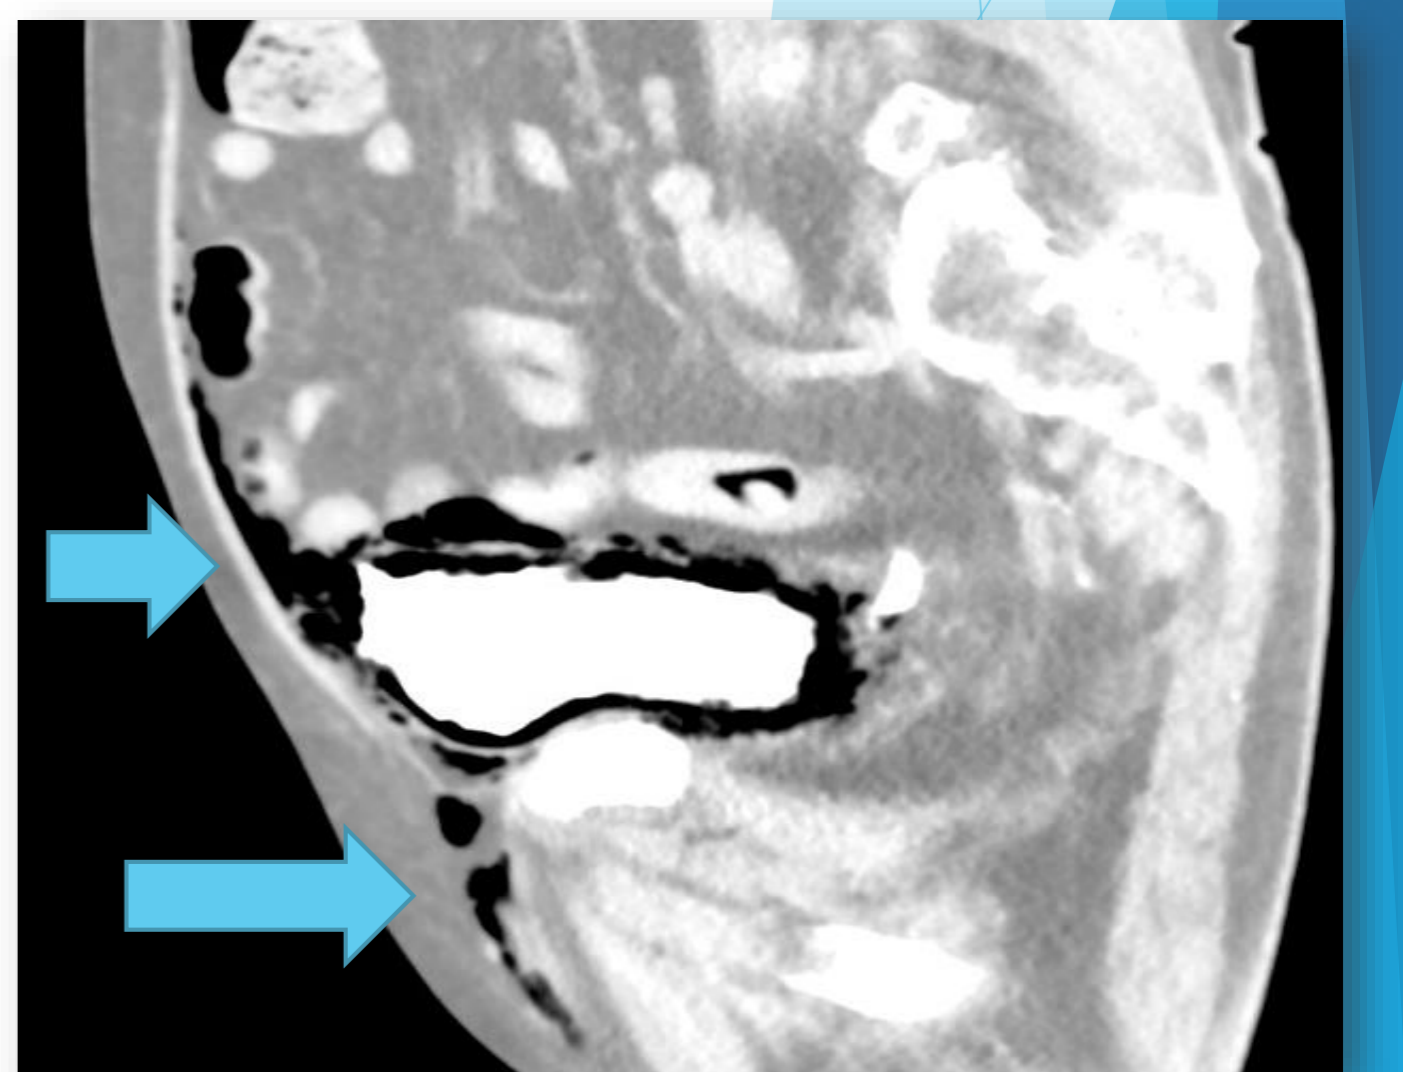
Nativní CT - vzduchové bubliny v okolí močového měchýře. *
